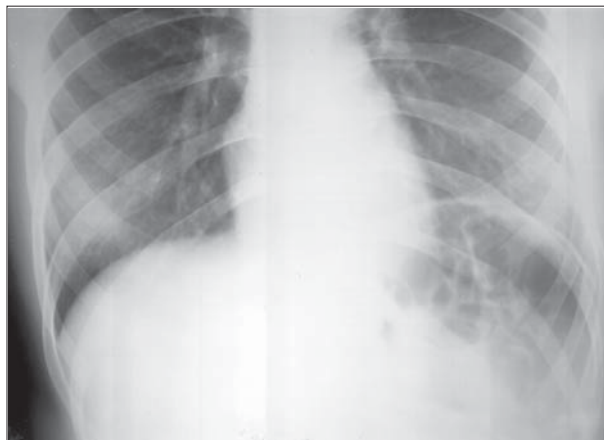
Ascensionare parțială a hemidiafragmului drept. Radiografie toracică a) AP, b) LL drept. Opacitate ovalară în contact cu diafragma cu intensitate medie și structură omogenă. Unghiul format de opacitate cu diafragma este obtuz.
